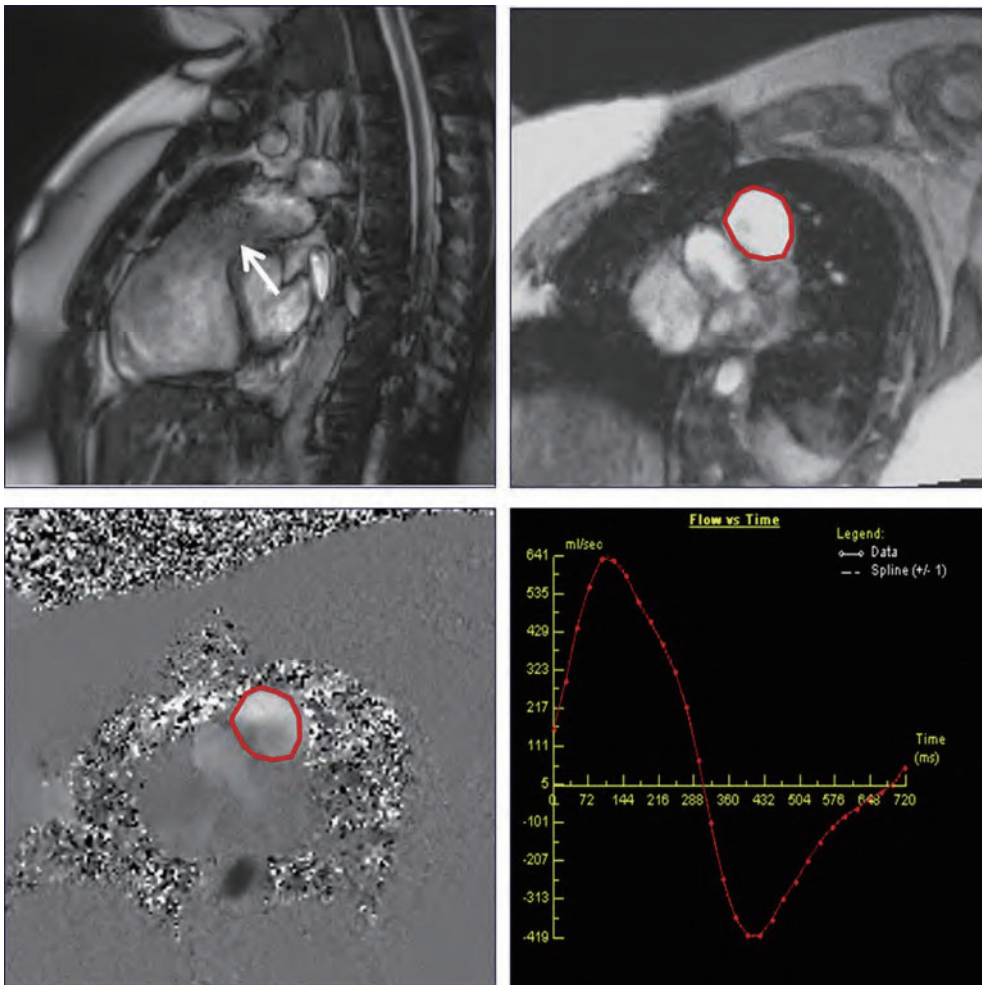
心臓 MRI で評価した重度 PR の一例。赤円は肺動脈の大きさ画像およびそれぞれの位相コントラストイメージングを示す。前方駆出は 129ml で、逆流量は 78mL、60%の逆流率（右下パネル）あった。
